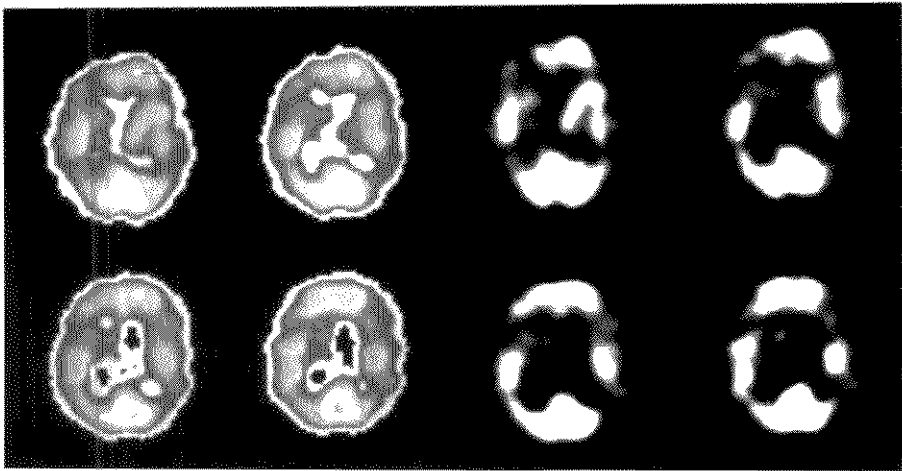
多发性梗死性痴呆患者脑 SPECT 显像图
